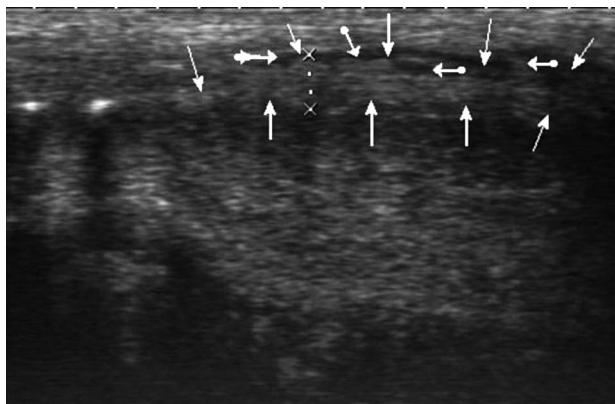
Ecografía dorsal del pene que visualiza los hallazgos siguientes: marcado engrosamiento de la albugínea del cuerpo cavernoso (entre puntas de flechas verticales), con imágenes líquidas (flechas horizontales) que se relacionan con zonas licuadas del hematoma.
